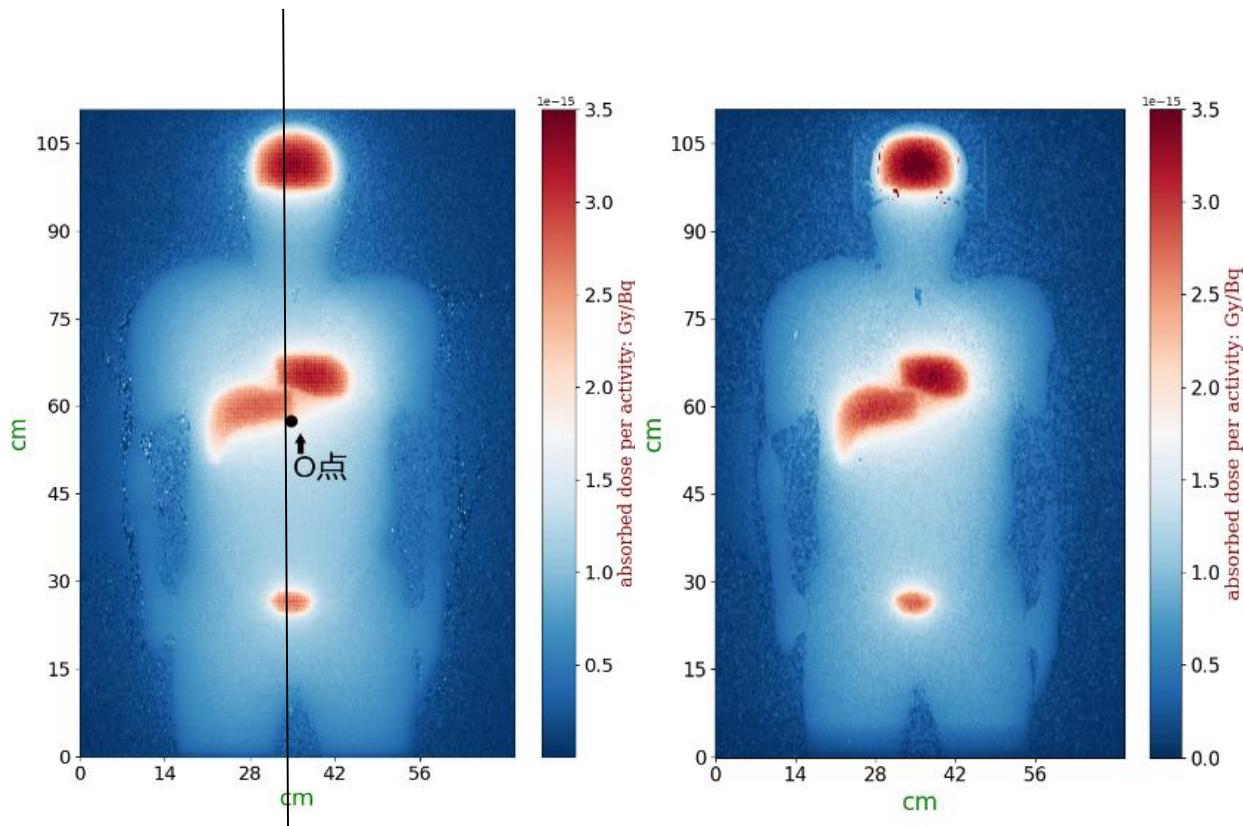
蒙特卡洛模拟 $^{18}\text{F}$ -FDG病例结果，（左）ARCHER-NM，（右）GATE
